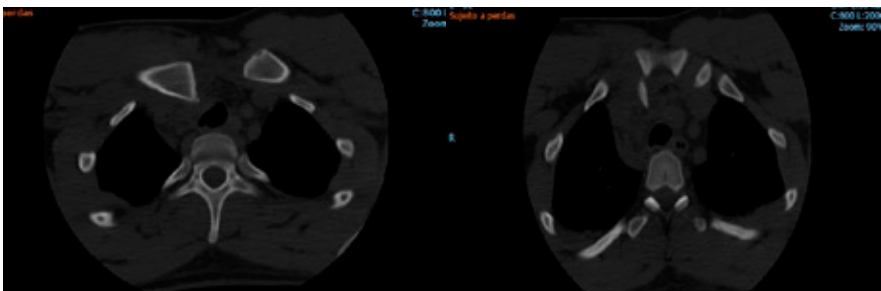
Imagens de tomografia computadorizada expõem a presença de luxação posterior esternoclavicular direita, para o mediastino superior. Edema/hematoma de partes moles envolvente.
